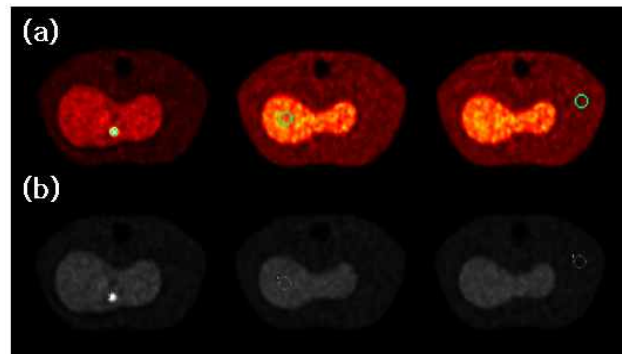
ROI definition of tumor, liver, and background in PET image (a) CGITA program, (b) in-house program
